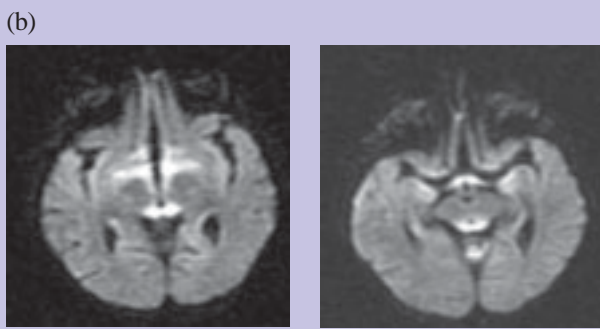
RM encefálica: hipersinal em T2 e FLAIR (a) nas regiões descritas. Essas áreas têm correspondente restrição à difusão das moléculas da água (b) (mapa ADC não apresentado)
